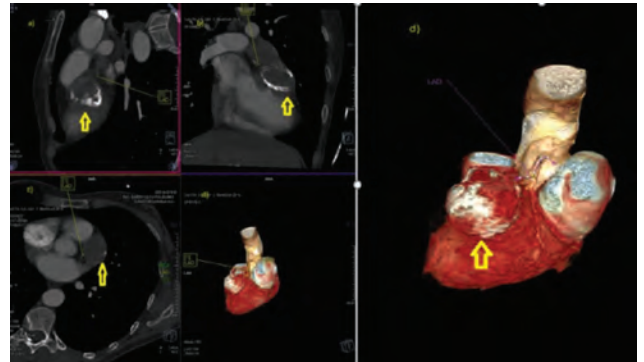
Multislice computed tomography (CT) angiography images shows the hydatid cyst (arrows) and the left anterior descending artery compressed by the cyst. The images are in sequence, as described in the protocol (axial (a), coronal (b), transverse (c) and 3D CT (d)).
